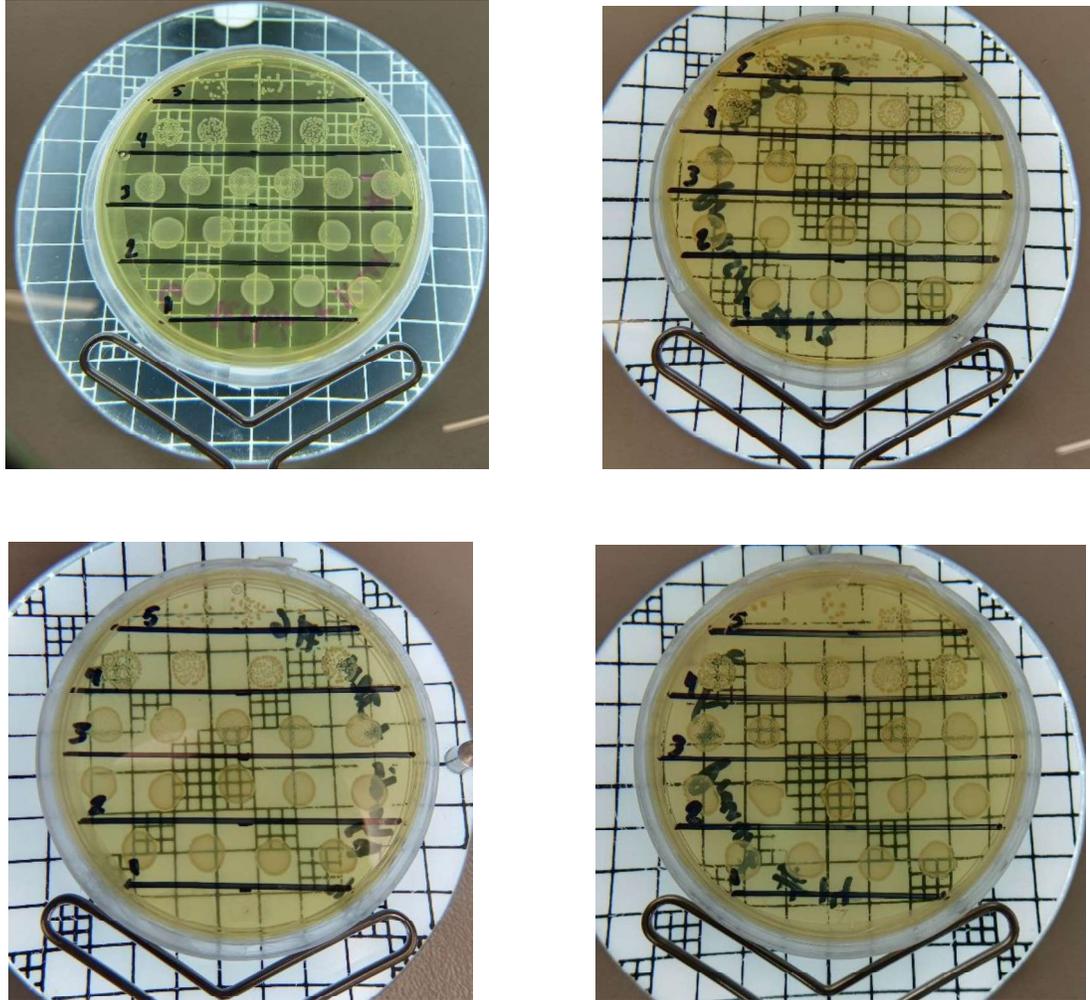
UFC Grupos de estudio: Grupo 1 PTFE + Provisit; Grupo 2 PTFE + IRM; Grupo 3 Algodón + Provisit; Grupo 4 Algodón + IRM.
